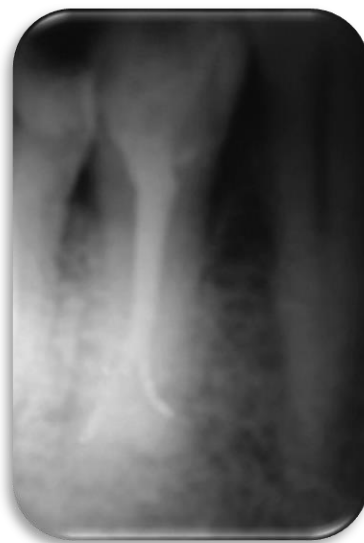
Radiografía Final Posoperatoria
